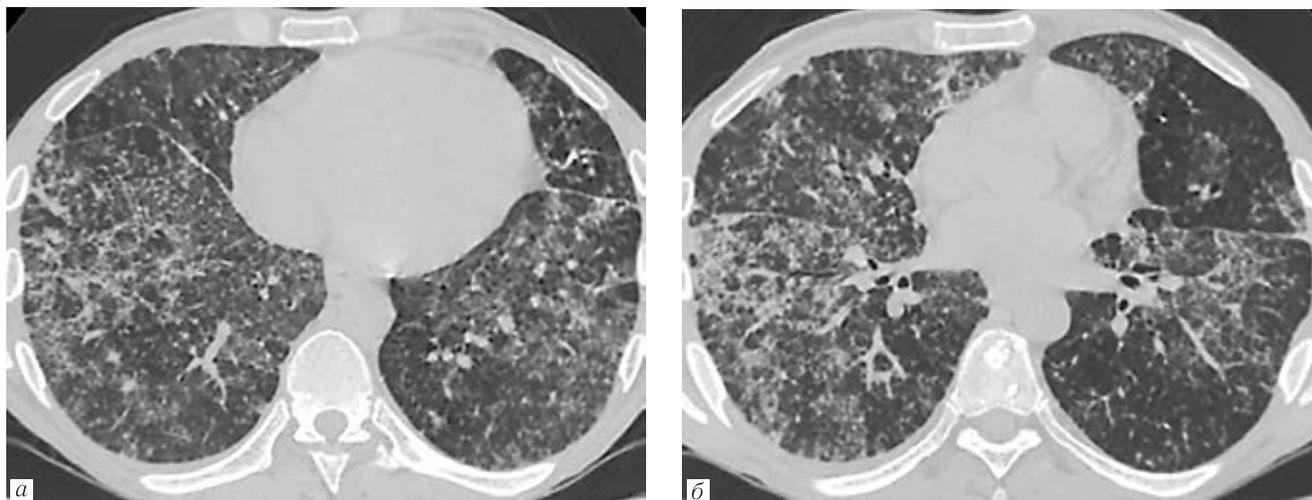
МСКТ ОГК больного А., 47 лет. Диагноз: ВИЧ-инфекция, 4В стадия, COVID-19, через 28 дней от начала заболевания, грубые пневмофиброзные изменения (а, б)
